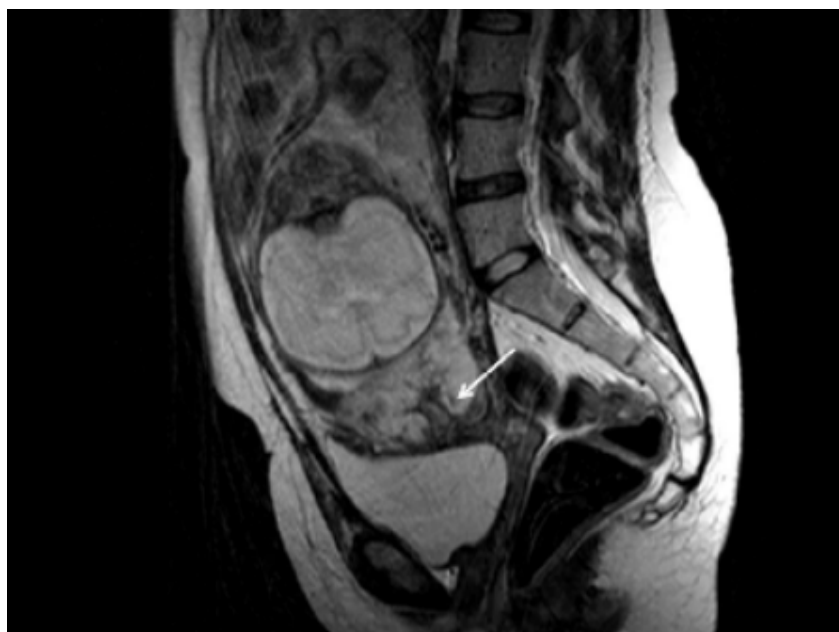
Coupe sagittale T2. Placenta bas inséré recouvrant, hétérogène, une plage en hyposignal irrégulière (flèche blanche), correspondant à « une bande sombre » (lacune échographique)(service de radiologie CHU Mohamed VI de Marrakech) :
